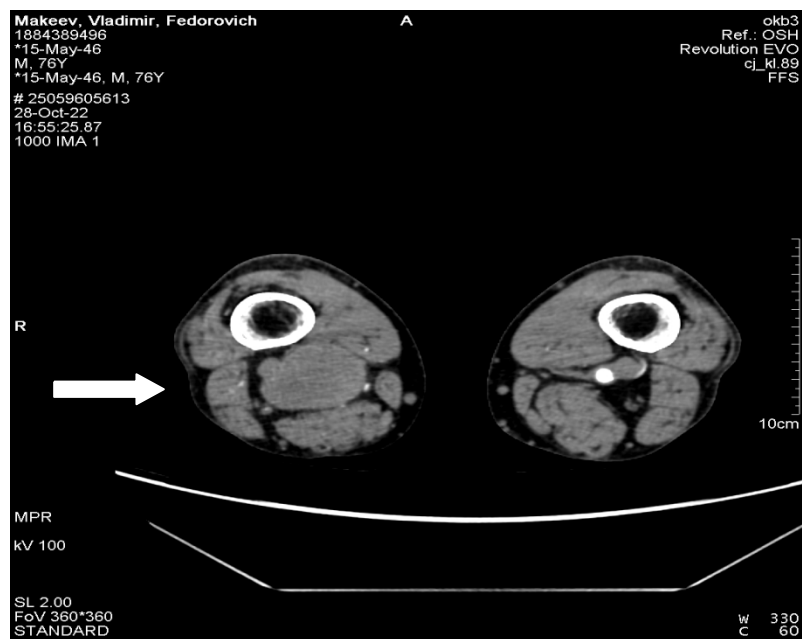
МСКТ — ангиограмма истинной аневризмы правой бедренной артерии
